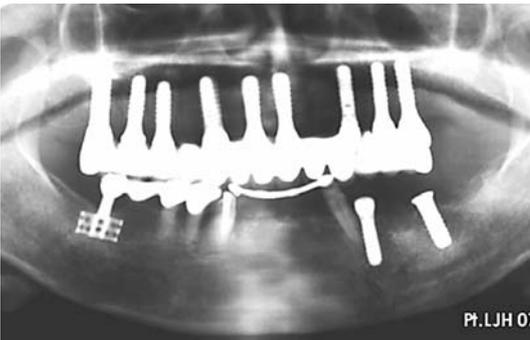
상악에 대한 치은도재 보철치료 완료 후의 방사선 사진상. 초진으로부터 4개월만에 모든 시술이 완료되었다.
